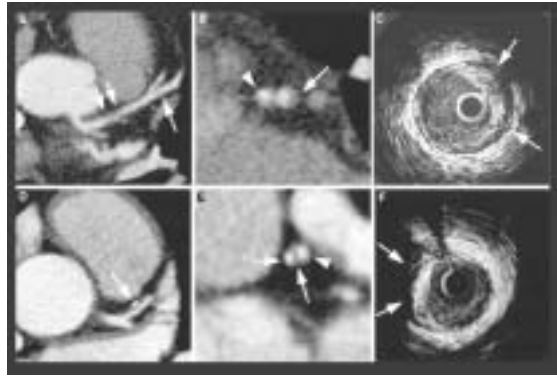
Images de tomographie axiale spiralée multidétecteurs (TASM, panneau du dessus) corrélées avec l'échographie intravasculaire (ÉIV), panneau ci-dessous, pour la détection des lésions non sténosées
